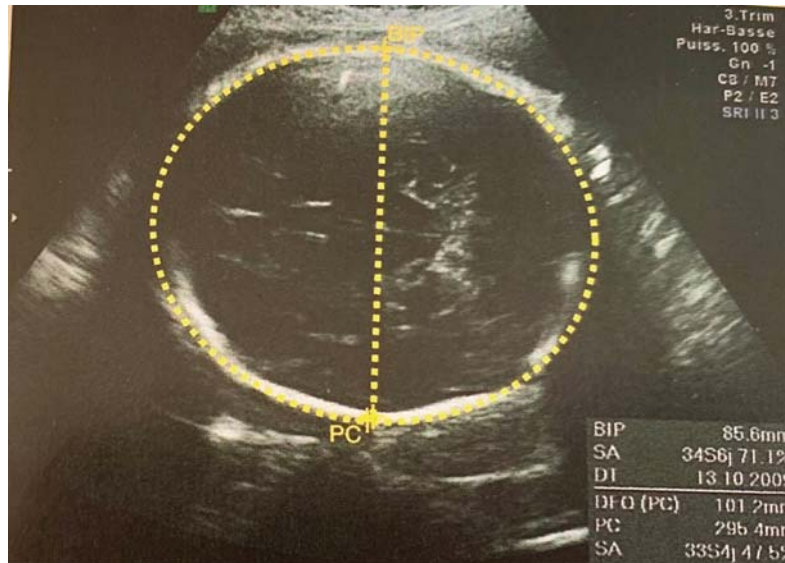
Mesure du périmètre crânien (PC) sur une échographie du 3eme trimestre [24]
